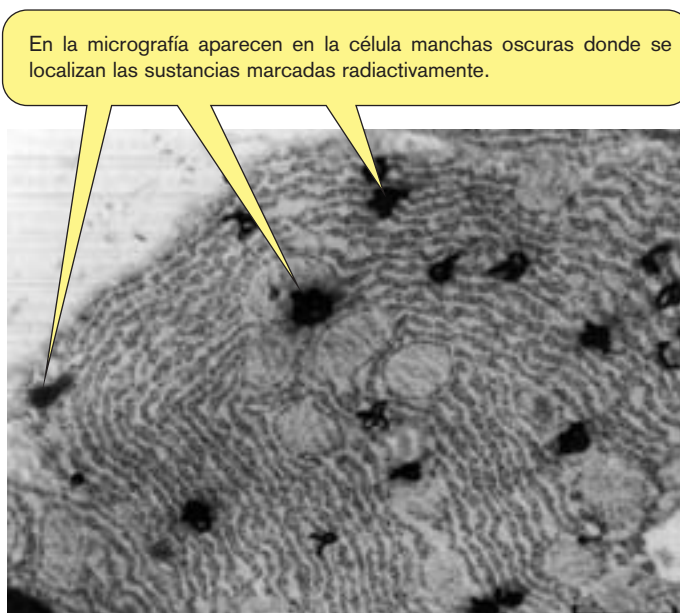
Autorradiografía.
